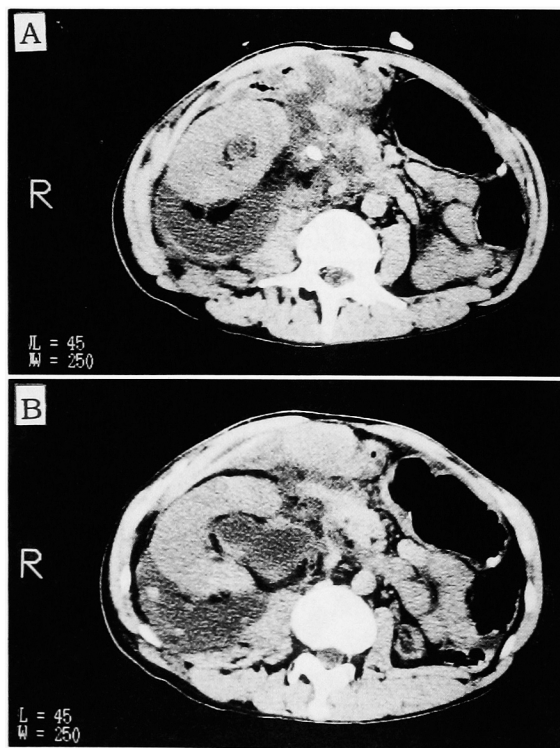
Abdominal CT revealed right upper ureter stone (A) and perirenal abscess (B).
